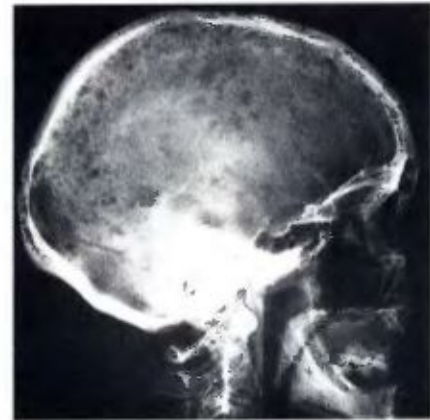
Myélome multiple : radiographie du crâne montrant de multiples lésions ostéolytiques.
